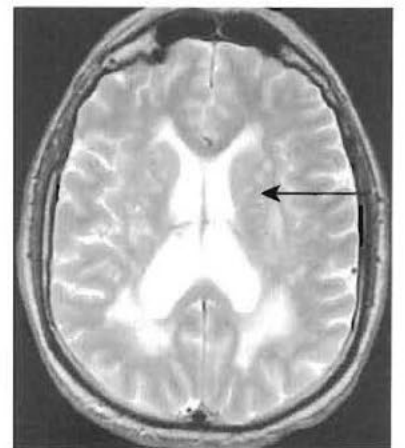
Lésions ischémiques des petits vaisseaux. Cette IRM montre des lésions arrondies infracentimétriques en hypersignal dans les noyaux gris centraux, associées à des lésions confluentes de la substance blanche périventriculaire.
